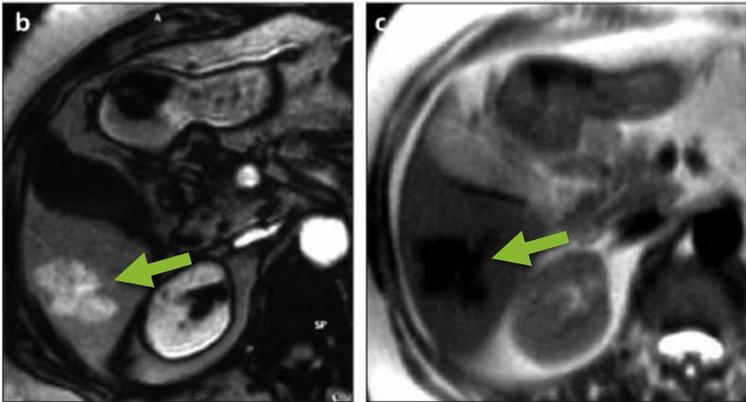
Imagen Doppler color (a) que muestra una lesión vascular lobulada en el lóbulo hepático derecho.
